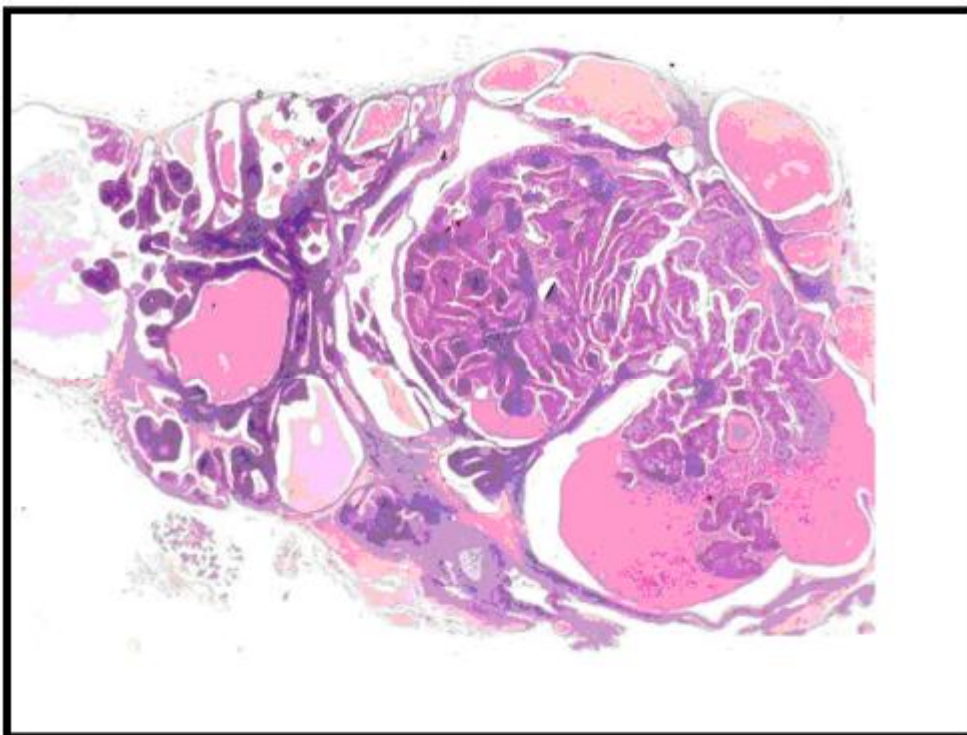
ASPECT KYSTIQUES ET PSEUDO PAPILLAIRES, AVEC DE NOMBREUSES CELLULES EPITHELIALES TRES VOLUMINEUSES EOSINOPHILES, CET ASPECT EST EN FAVEUR D'UNE TUMEUR DE WARTHIN [19]
